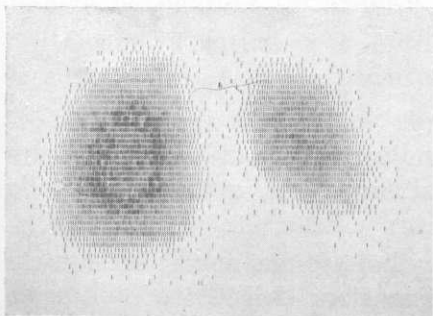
S. Andrea: la scintigrafia perfusionale con Tc<sup>99m</sup> MAA mostra una notevole riduzione della perfusione del polmone di sinistra, sproporzionata rispetto al quadro radiologico di partenza, il ch  indica una maggiore estensione del territorio vascolare escluso.
